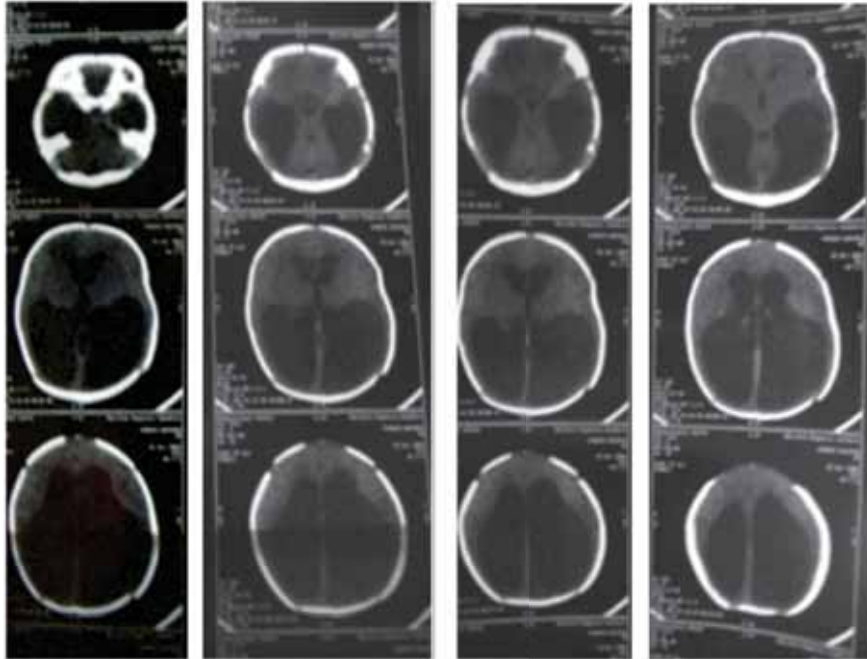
Tomografía axial computarizada de cráneo demostrando la ventriculomegalia severa al nacer.
